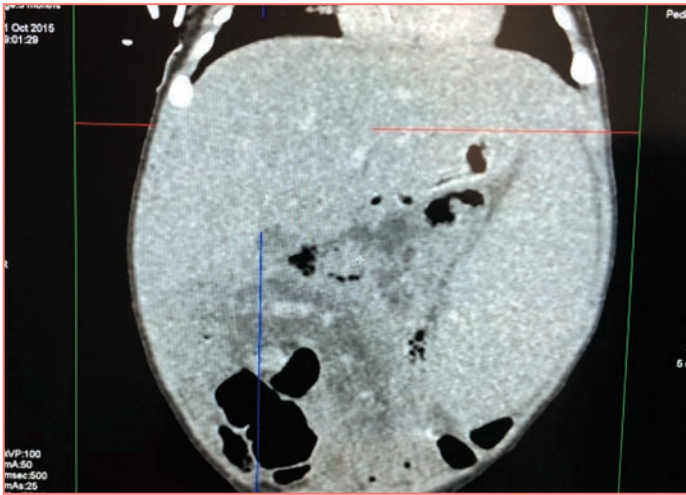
Гепатоспленомегалия у пациента с ДЛКЛ в возрасте 2,5 мес. по данным УЗИ
